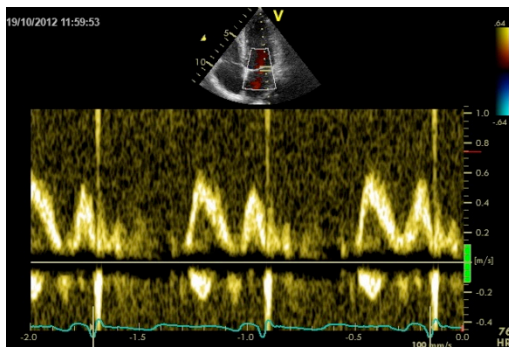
Pattern Doppler transmitralico diastolico.
